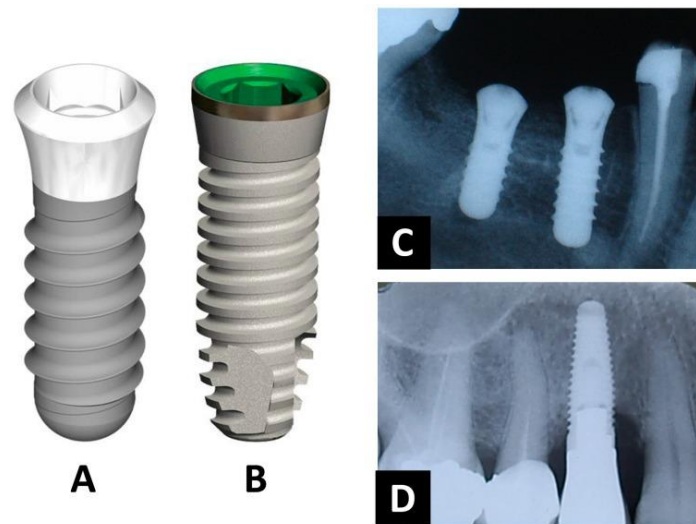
Los implantes dentales están disponibles principalmente como (A) con forma cilíndrica roscada o (B) con forma cónica (raíz). (C) Radiografía de un caso clínico donde se usan dos implantes de forma cilíndrica. (D) Radiografía de un caso clínico donde se muestra un implante con forma cónica (27).
